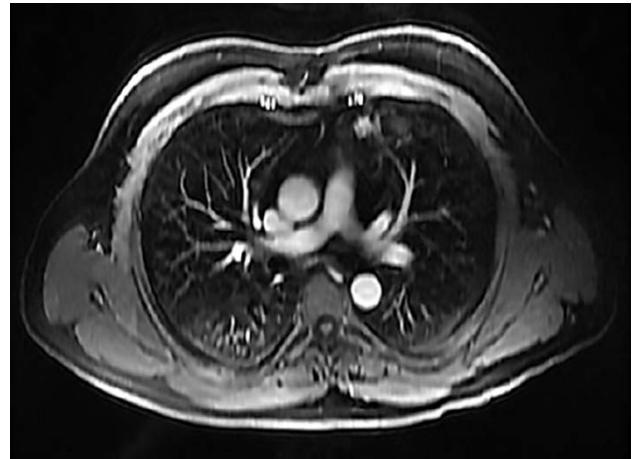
Adenocarcinoma metastásico. RM de tórax en plano axial; observando nódulo pulmonar subcentímetro, de márgenes espiculados y que presenta realce en T1FS+Gd, localizado en el segmento anterior de lóbulo superior izquierdo.
